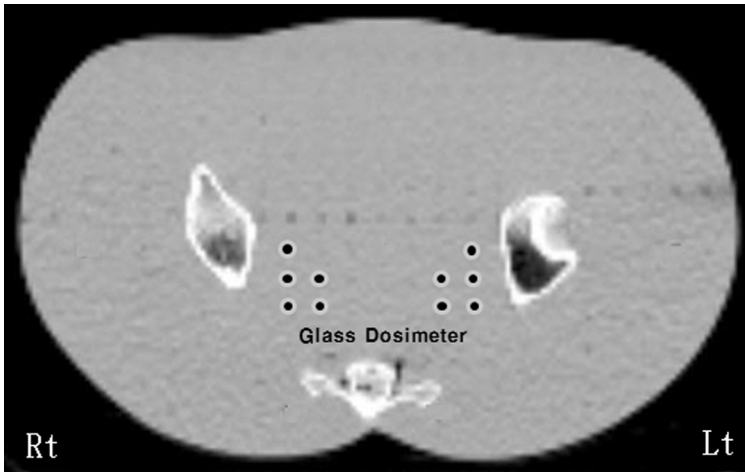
CT scan of slice #32. Glass dosimeter points of measurement are shown.
